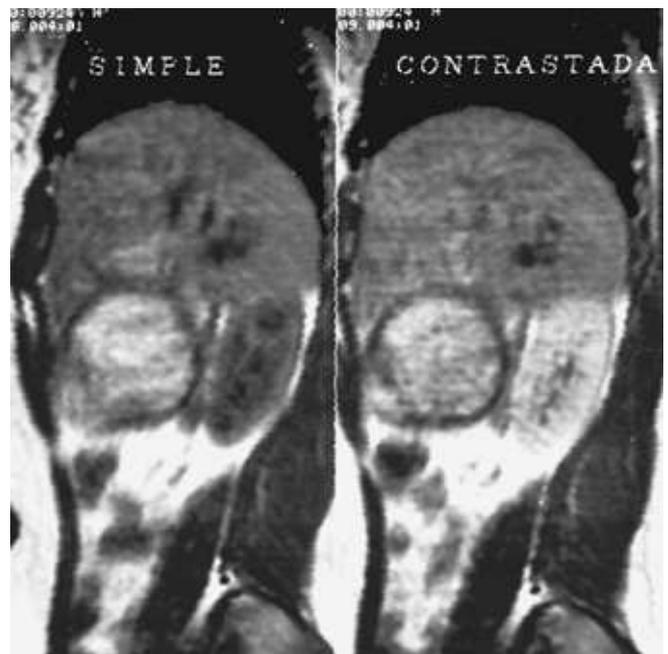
Imagen de resonancia magnética nuclear la cual muestra la presencia de un tumor que ocupa la cabeza y cuerpo del páncreas, con imágenes sugestivas de lesiones quísticas alternadas con sólidas, poco vascularizado y limitado al páncreas.
